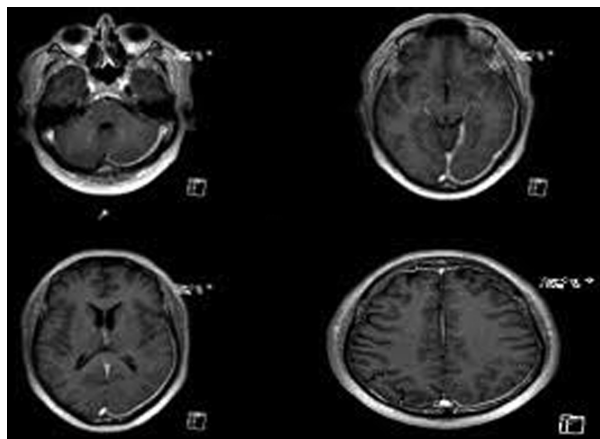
Corte axial de RM de encéfalo con contraste en secuencia T1: se observa realce de la duramadre en la región parietal, occipital y la tienda del cerebelo en el lado izquierdo, compatible con paquimeningitis.
